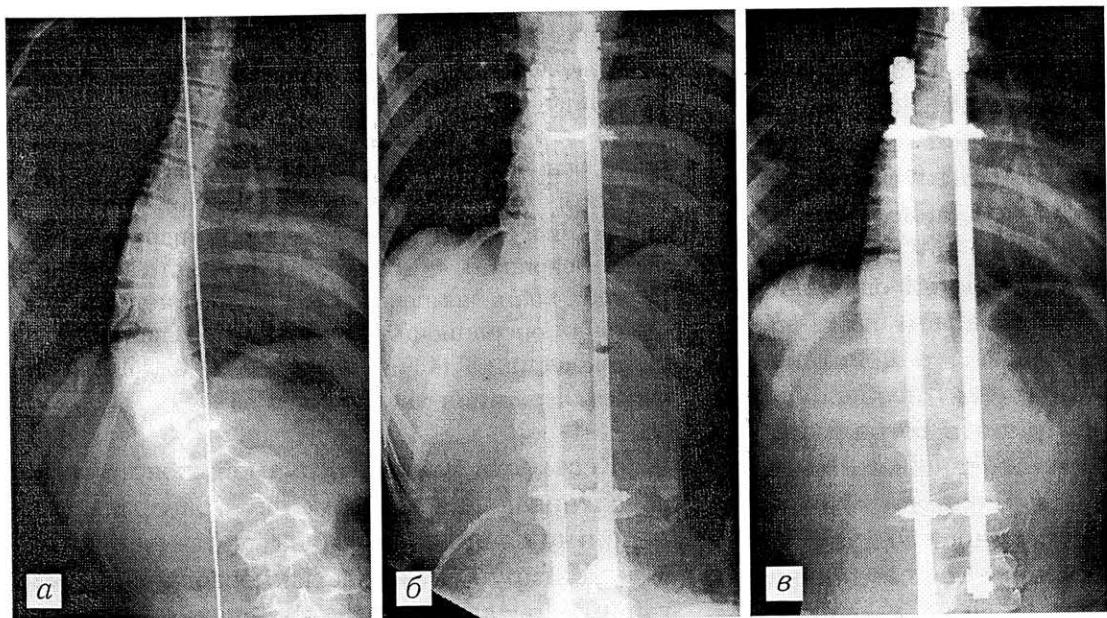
Рентгенограммы больной О. до операции (а), непосредственно после операции (б) и спустя 1 год после операции (в).
